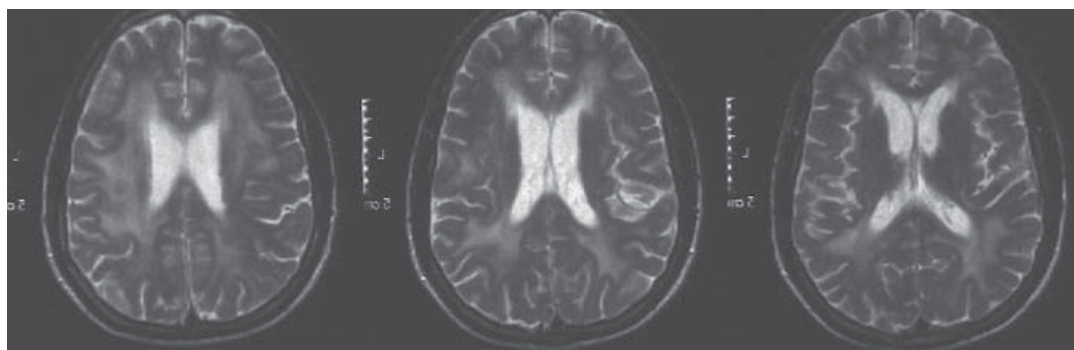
Resonancia magnética cerebral con técnica T2 de un paciente con encefalopatía por VIH. Obsérvese la presencia de gliosis de la sustancia blanca y atrofia cerebral generalizada con dilatación de los surcos y ventrículos cerebrales.
